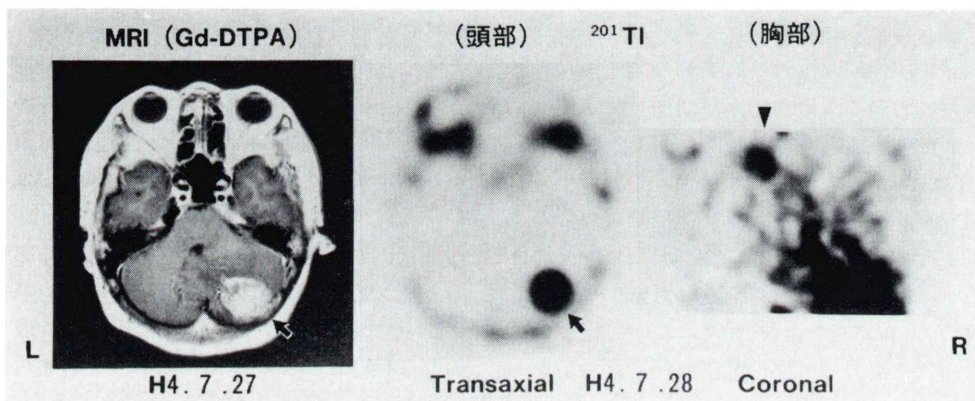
Transaxial brain images of MRI and ^{201}Tl , and ^{201}Tl coronal image of thoracic region (arrow head). ^{201}Tl demonstrated the thoracic primary lesion as well as the cerebellar lesion (arrow).
